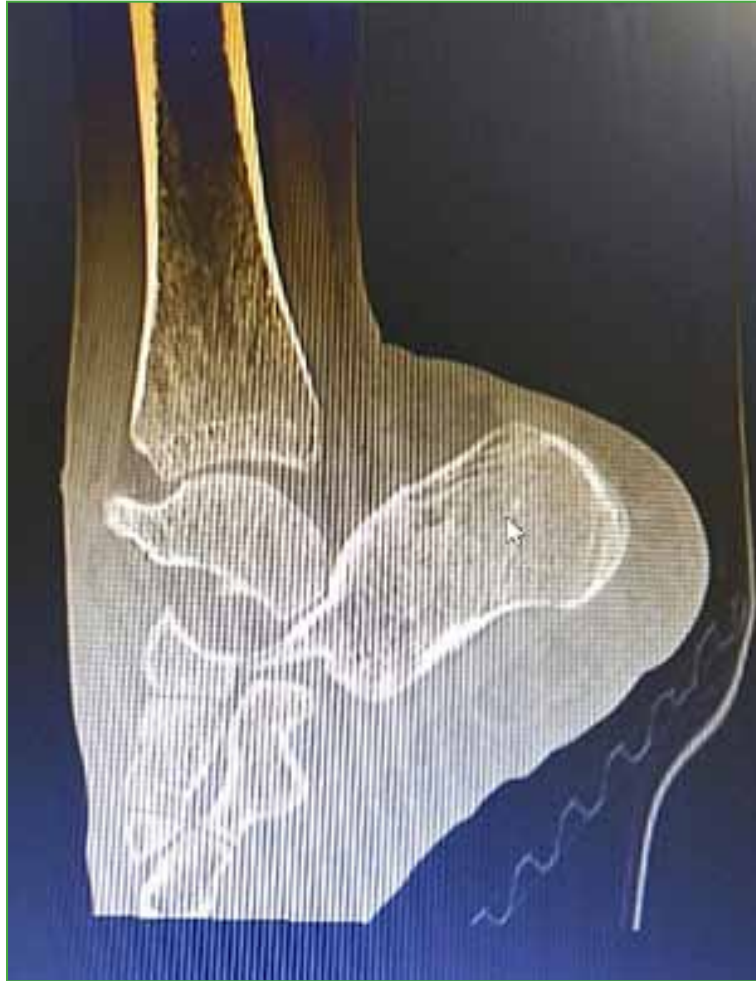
Tomografía computarizada de tobillo, corte sagital. Espacio astragalonavicular "vacío" con superficie articular subastragalina verticalizada. Astrágalo en dirección de "seudocentit".
